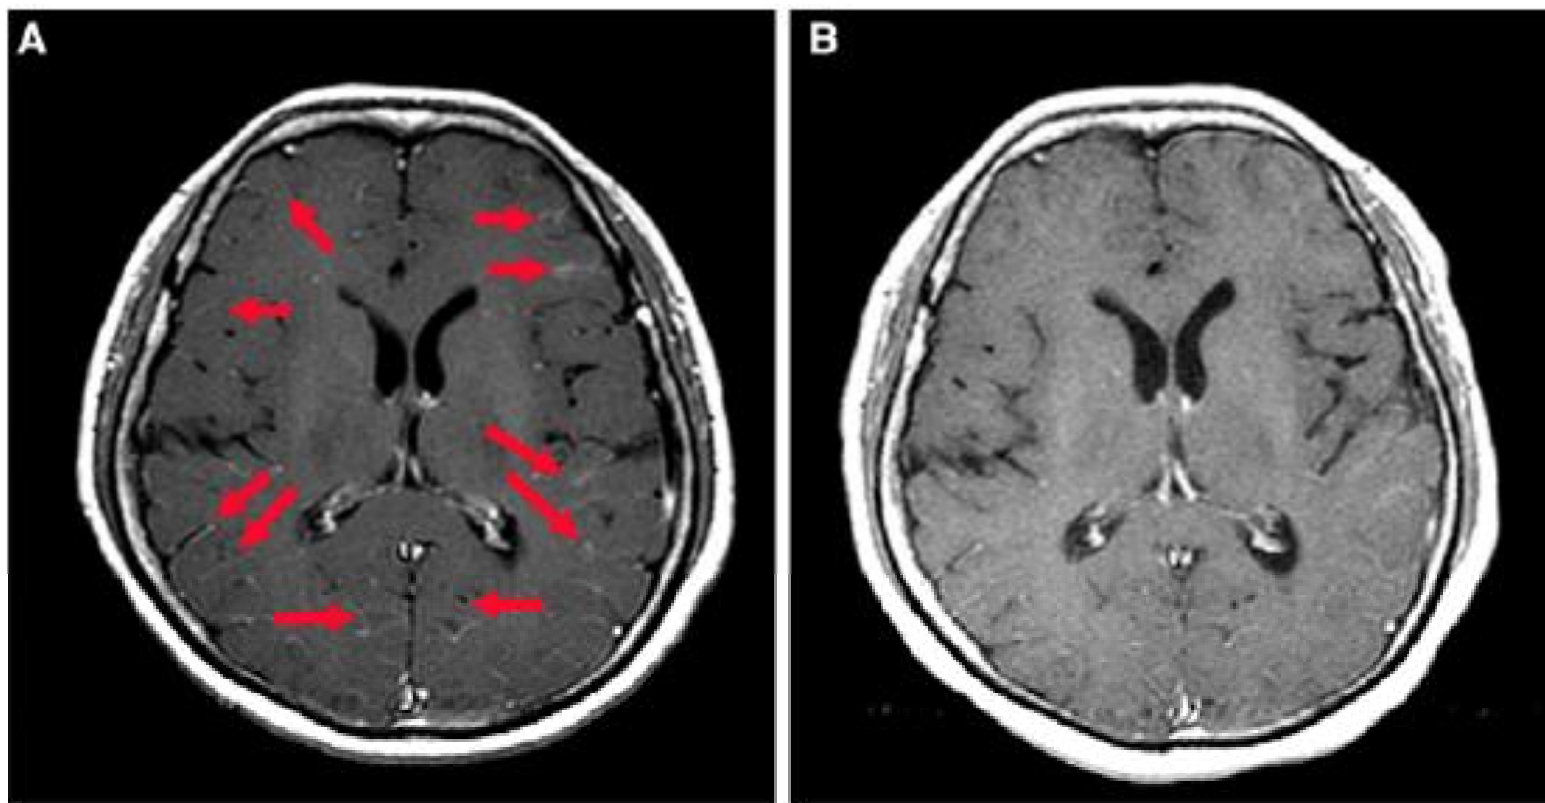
Gadolinium enhanced brain MRI at diagnosis of LM (a, arrows), and showing partial response after 1 month of pulsatile erlotinib (b)
